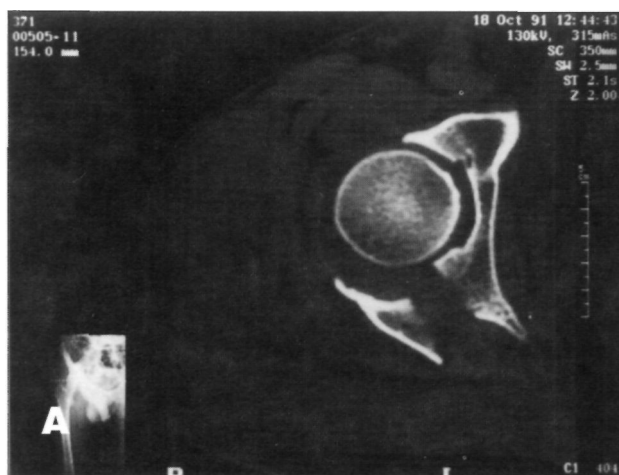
A) Fractura de acetábulo derecho. Diagnóstico con TAC. B) Reconstrucción con 3D-TAC. Visión posterior (Señalada con flecha la cabeza femoral). C) Visión postero-craneal. (Señalada con flecha la cabeza femoral). D) Visión postero-caudal. (Obsérvese la separación de los fragmentos).
